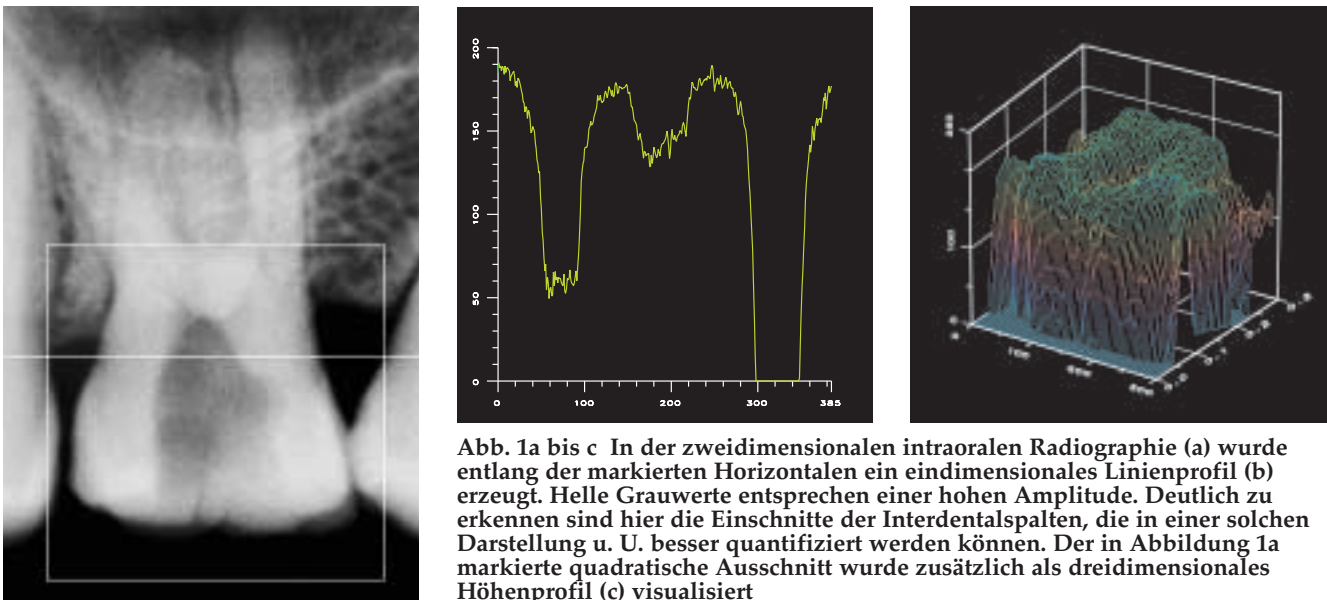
bis c In der zweidimensionalen intraoralen Radiographie (a) wurde entlang der markierten Horizontalen ein eindimensionales Linienprofil (b) erzeugt. Helle Grauwerte entsprechen einer hohen Amplitude. Deutlich zu erkennen sind hier die Einschnitte der Interdentalspalten, die in einer solchen Darstellung u. U. besser quantifiziert werden können. Der in Abbildung 1a markierte quadratische Ausschnitt wurde zusätzlich als dreidimensionales Höhenprofil (c) visualisiert
